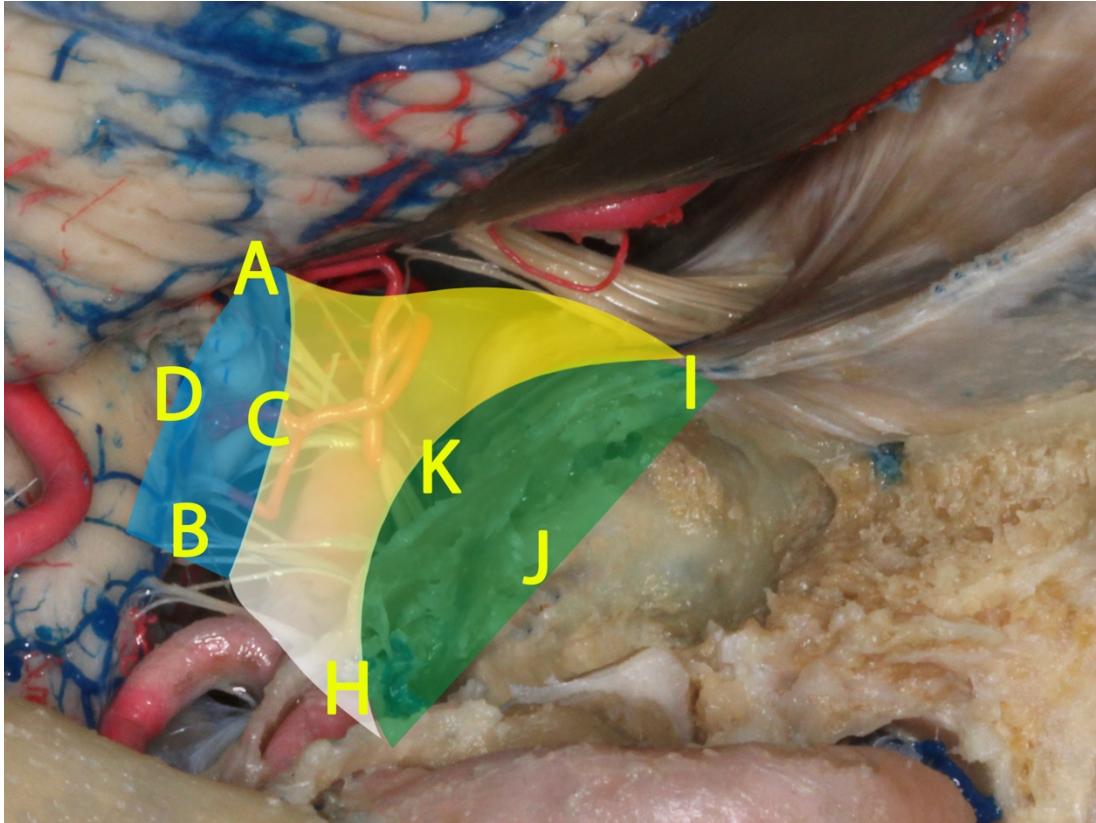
Puntos anatómicos referenciales utilizados en los estudios de resonancia magnética para el abordaje *far lateral*. Se calcularon las distancias A-K, B-J, C-I, D-H y T-J para conocer las dimensiones del canal de trabajo para este abordaje.
